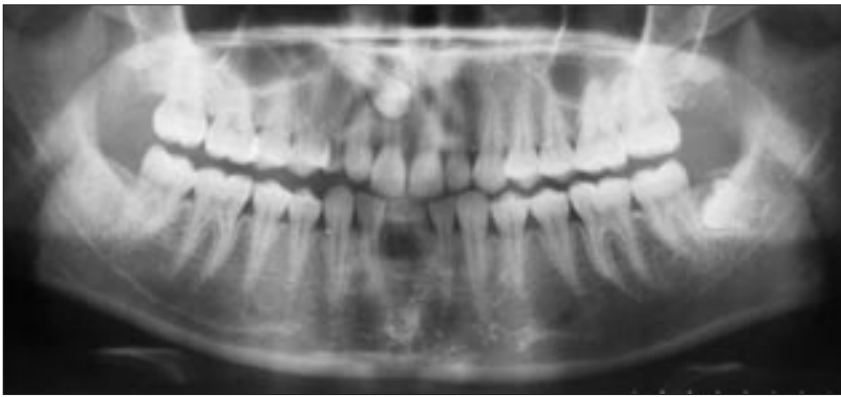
Ортопантомограмма. Ретенция и дистопия зуба 1.3. По результатам данного исследования определить точное расположение ретенированного и дистопированного зуба (по отношению к кортикальным пластинкам альвеолярного отростка верхней челюсти, стенкам верхнечелюстного синуса, полости носа) невозможно.
